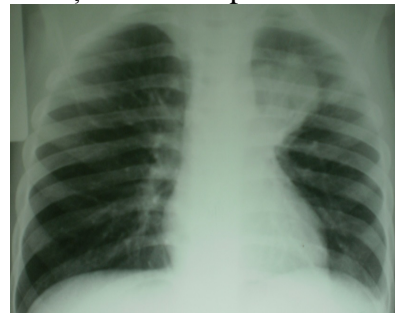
Radiografie pulmonară 11.12. 2013- ziua 35, după 1 lună de chimioterapie - opacitate lob superior stâng
